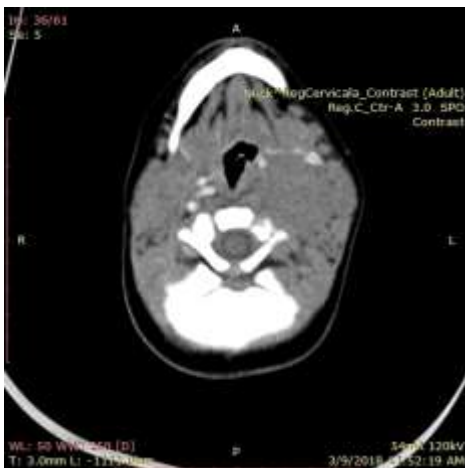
CT cervical cu substanță de contrast Secțiunea axială evidențiază o formațiune ce amprentează hipofaringele și deplasează pachetul vasculonervos anterior și lateral
